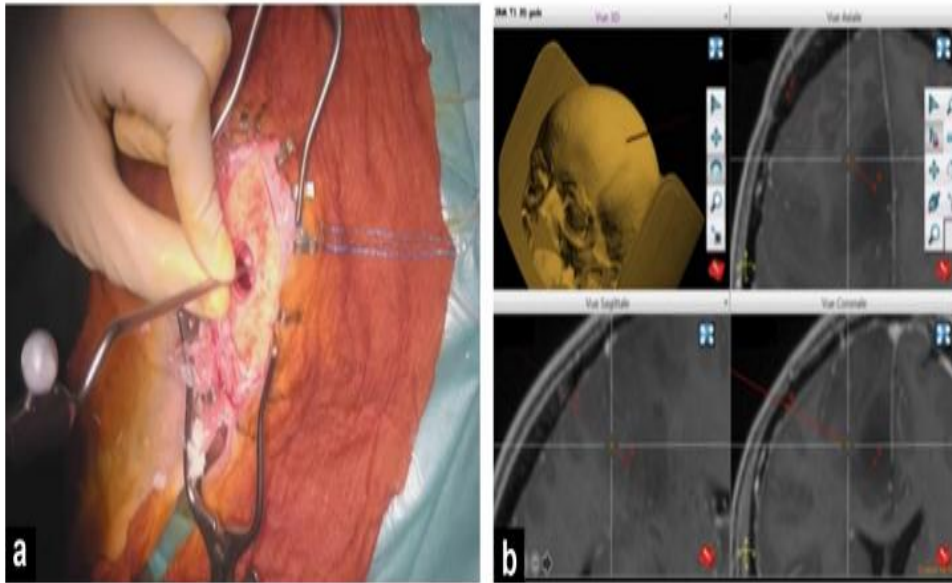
Chirurgie des métastases cérébrales. Visualisation du pointeur de l'IRM de neuronavigation à travers un trou de trépan permettant de confirmer la trajectoire (a) ; écran de l'IRM de neuronavigation avec la mise en évidence de la trajectoire (b).
